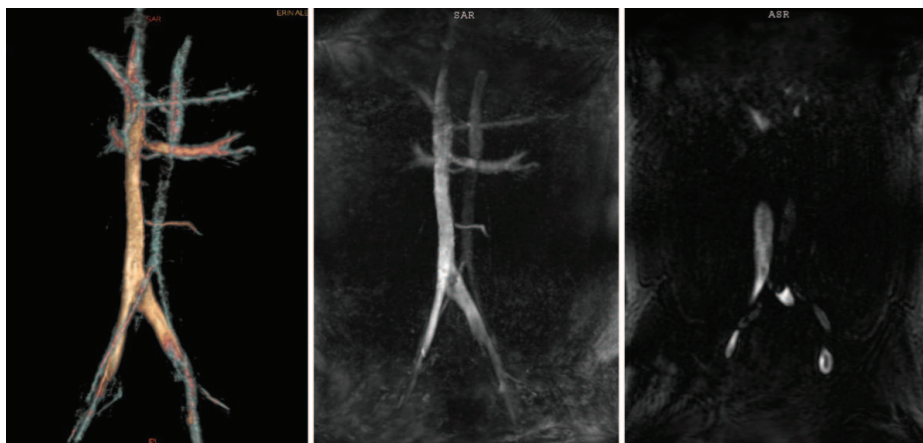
Магнитно-резонансная томография нижней полой вены и сосудов малого таза у пациентов с рецидивом варикоцеле. May-Thurner syndrome
